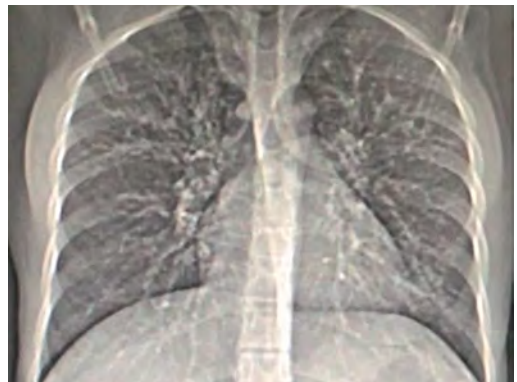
Рентгенограмма легких (описание в тексте)
